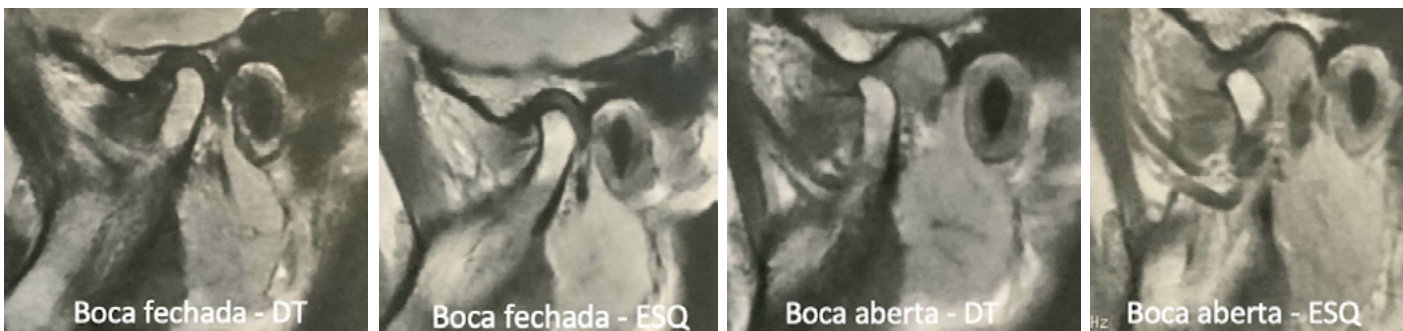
Ressonância magnética às ATM direita e esquerda. A posição de boca fechada revela anteposição discal direita e o disco articular esquerdo com deslocamento anterior leve. Na posição de boca aberta, o disco esquerdo interpõe-se corretamente e do lado direito a imagem é sugestiva de provável luxação sem redução.
